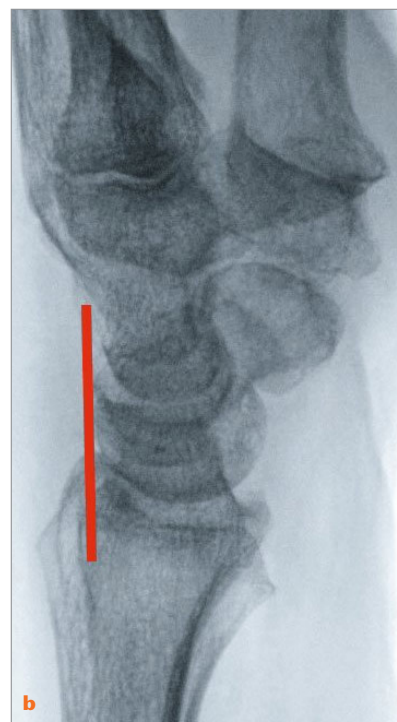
a Palmarer radiokarpale Subluxation im seitlichen Röntgenbild: Die Tangente am Lunatum (gestrichelte rote Linie) verläuft deutlich palmar der Tangente an der dorsalen Radiuskante (rote Linie). Konsolenbildung an der palmaren Radiuskante (grüne Pfeile); b Normalbefund: Die Tangente der dorsalen Radiuskante liegt dem Lunatum dorsal an.
